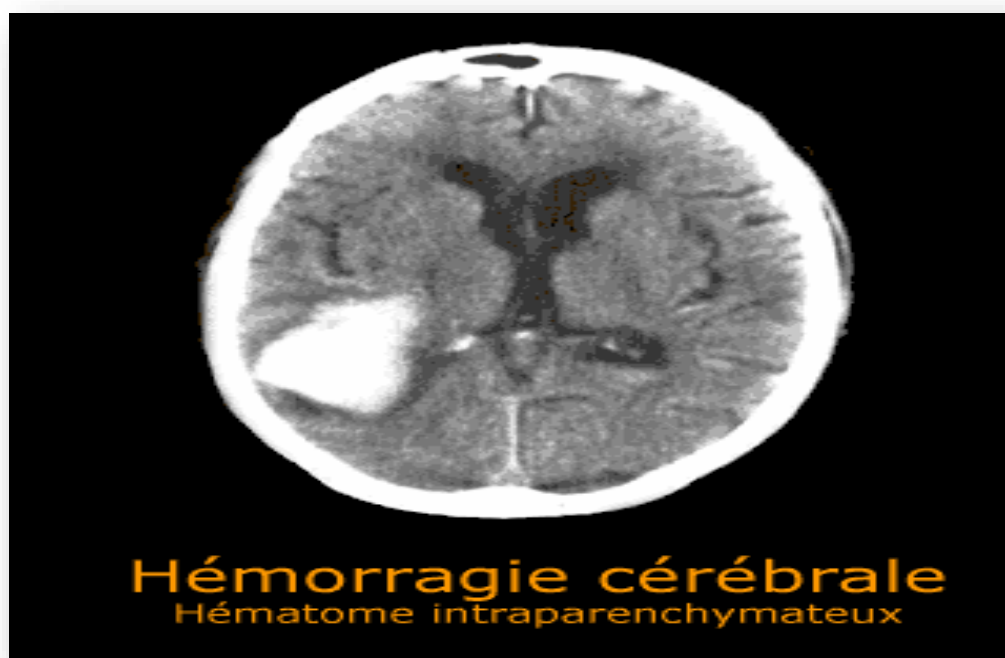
Image tomographique en coupe coronale d'une hémorragie cérébrale [25]
